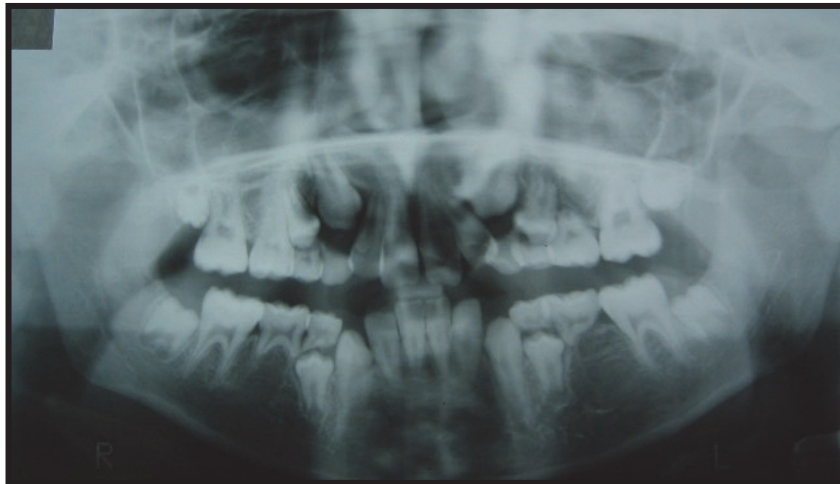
Radiographie panoramique d'un patient ayant bénéficié d'une chimiothérapie et d'une radiothérapie ; notons la finesse des racines surtout au niveau molaire (10)
